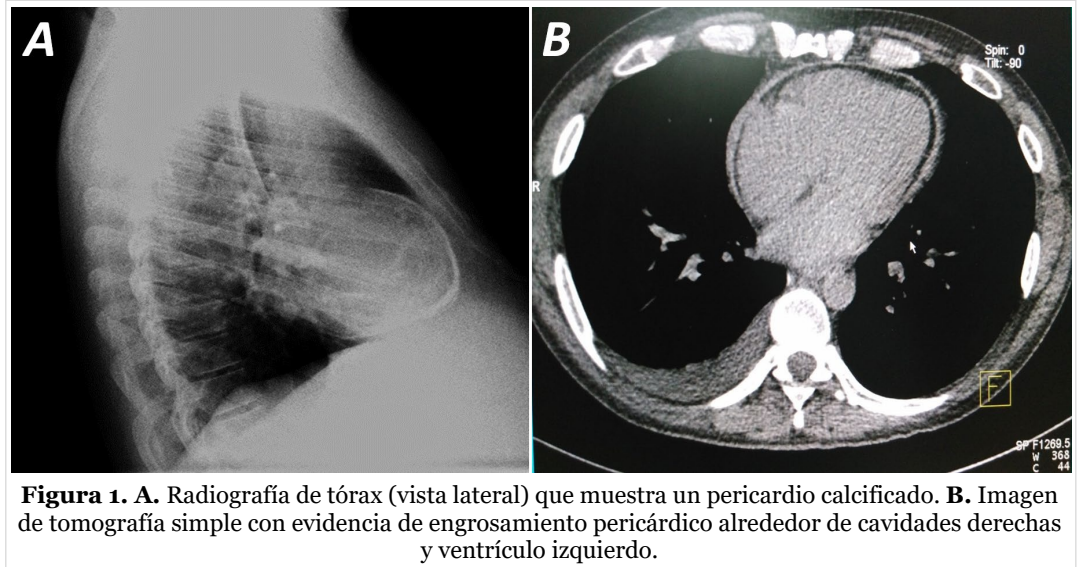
A. Radiografía de tórax (vista lateral) que muestra un pericardio calcificado. B. Imagen de tomografía simple con evidencia de engrosamiento pericárdico alrededor de cavidades derechas y ventrículo izquierdo.
